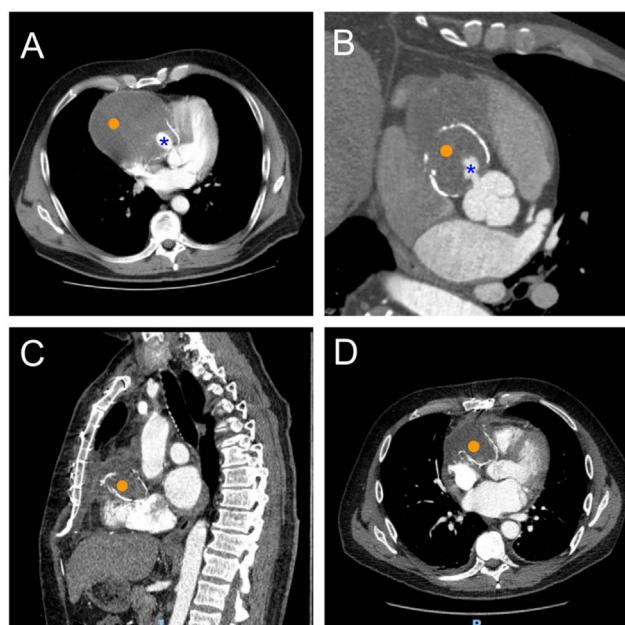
Pruebas de imagen TC torácico. A y B TC torácico preoperatorio en corte transversal con contraste. Coraza del pseudoaneurisma macada con un punto naranja. El asterisco azul es el pseudoaneurisma. C y D TC torácico posoperatorio. Coraza residual del pseudoaneurisma marcada con punto naranja. No se aprecia salida del contraste. Pseudoaneurisma excluido.
